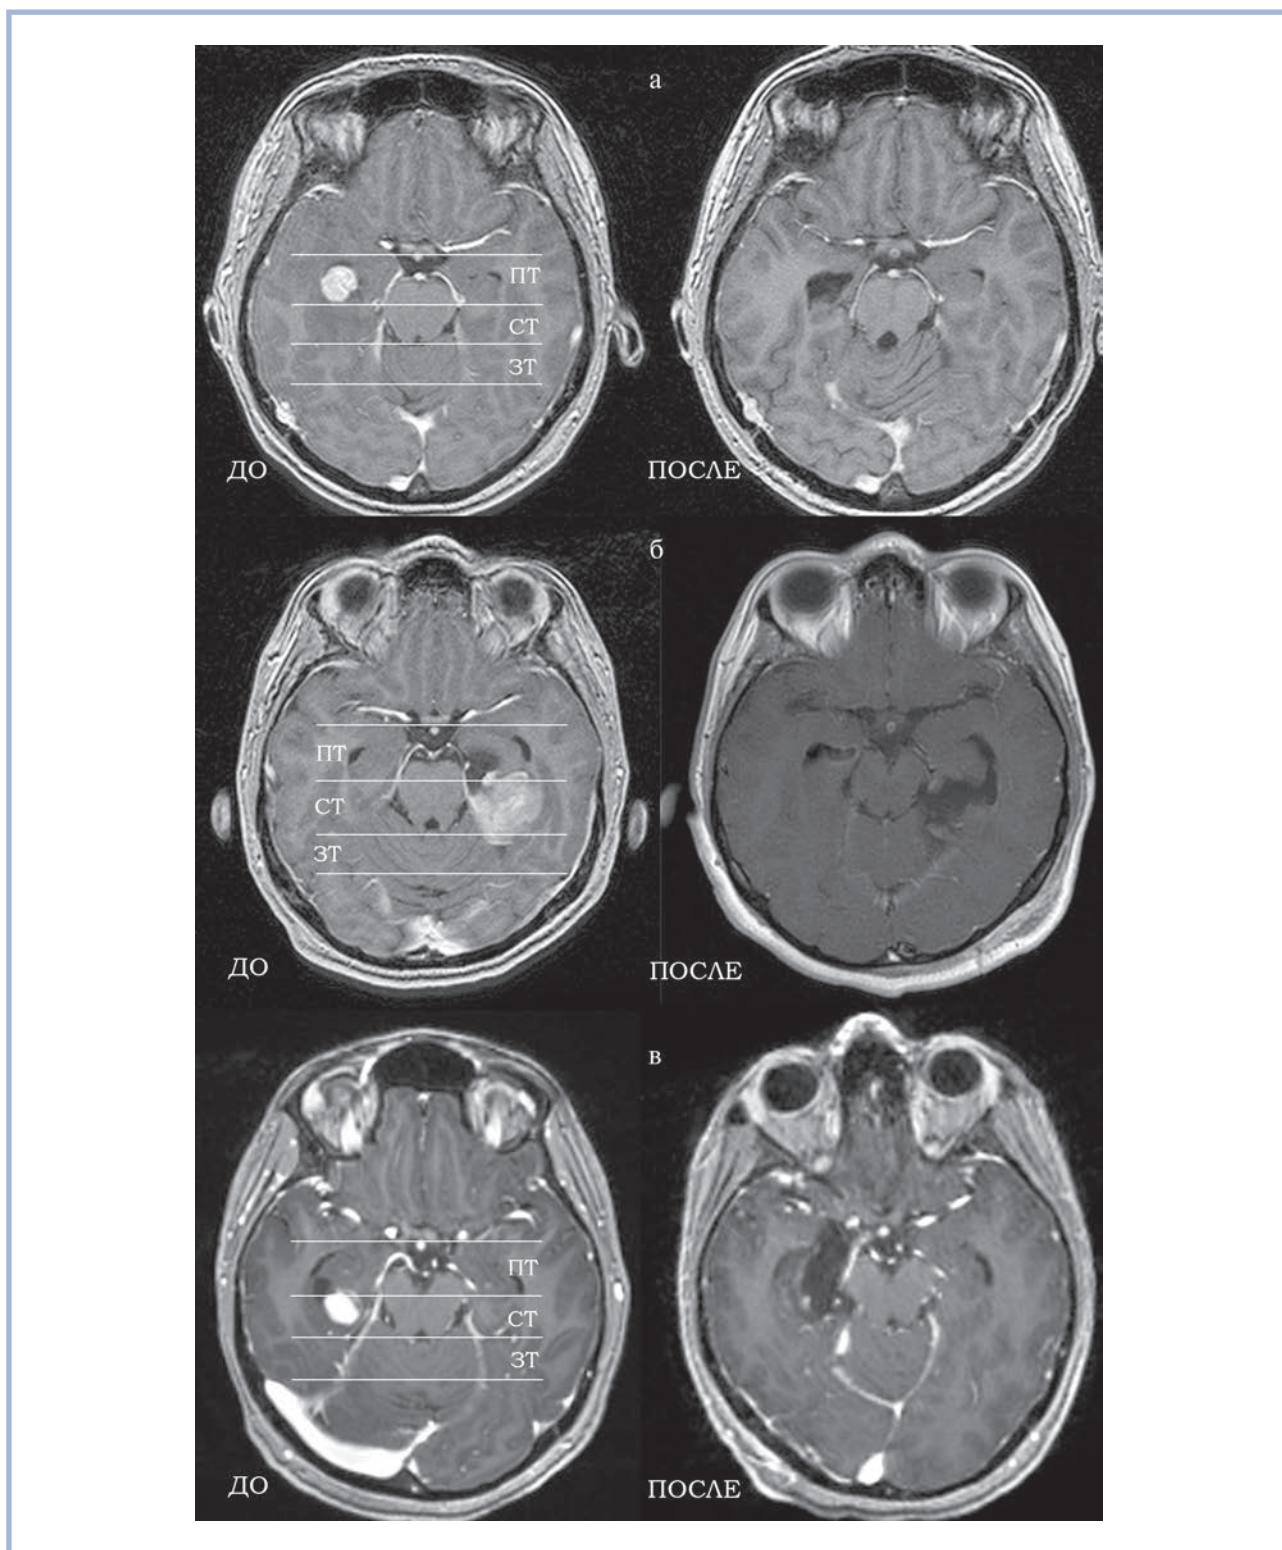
Магнитно-резонансные томограммы, выполненные до и после хирургического лечения.
